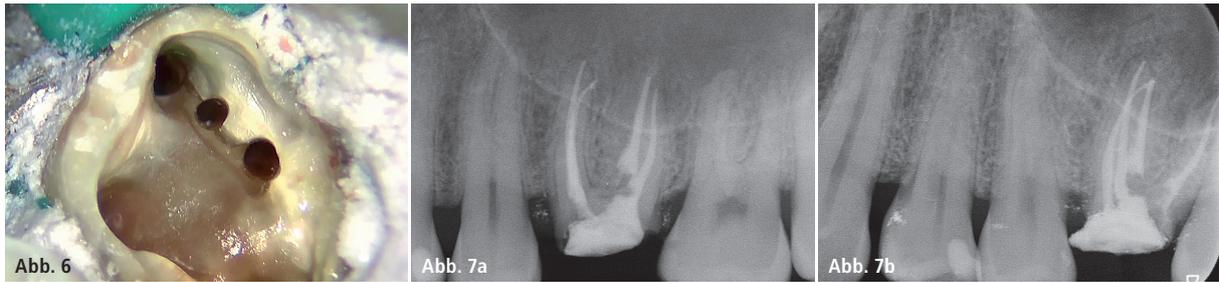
Geformte und gereinigte mesiovestibuläre Kanäle. – Abb. 7a: Postoperative Röntgenaufnahme. – Abb. 7b: Postoperative Röntgenaufnahme, zweite Ansicht Halbwinkeltechnik in der horizontalen Ebene, um die komplexe Anatomie der mesiovestibulären Wurzel visuell darzustellen.
